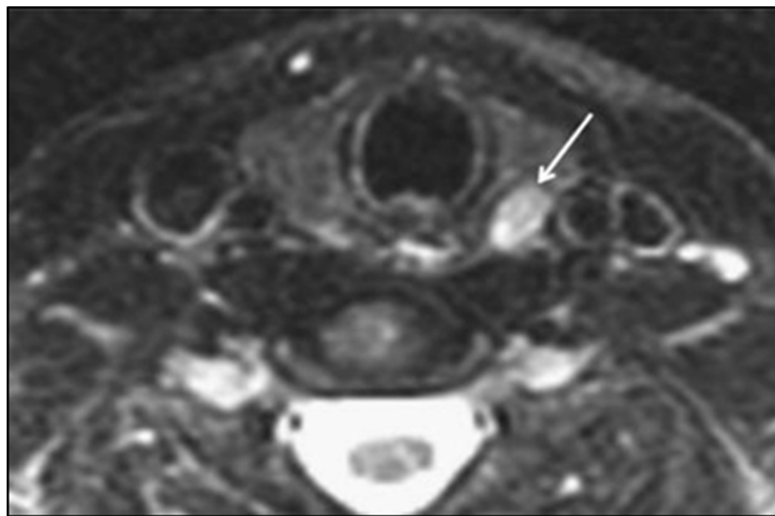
Corte axial de RM cervical en secuencia T2. Paratiroides anormal hiper-intensa retro-tiroidea izquierda (flecha blanca).
